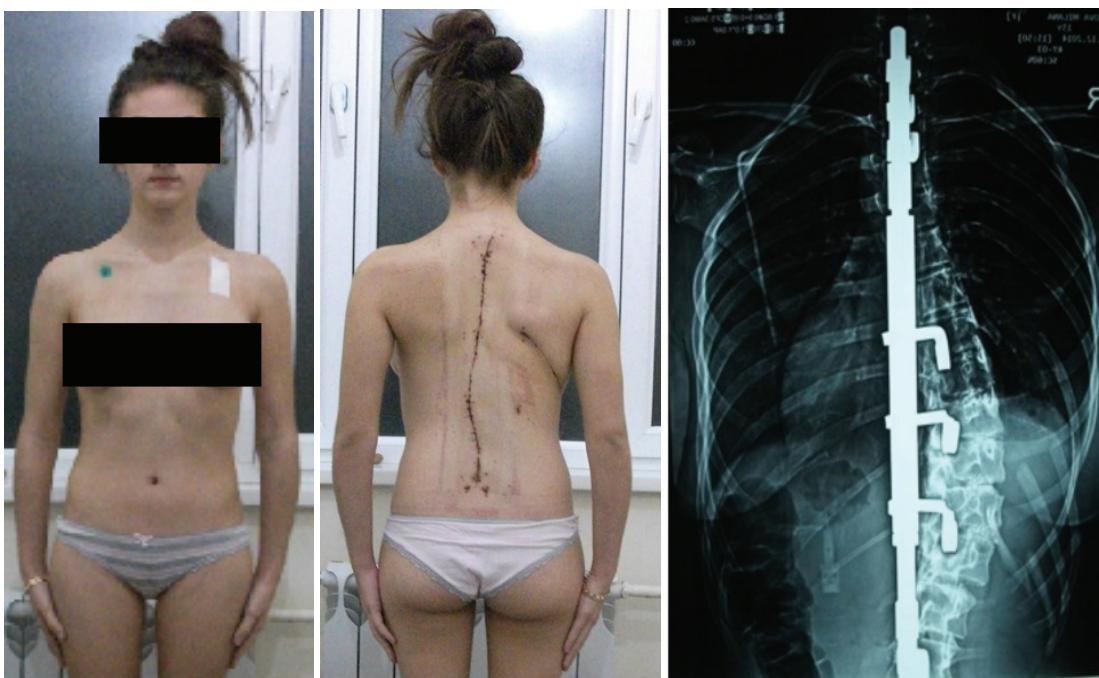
Внешний вид и рентгенограммы больной Г., 15 лет, после хирургической коррекции
